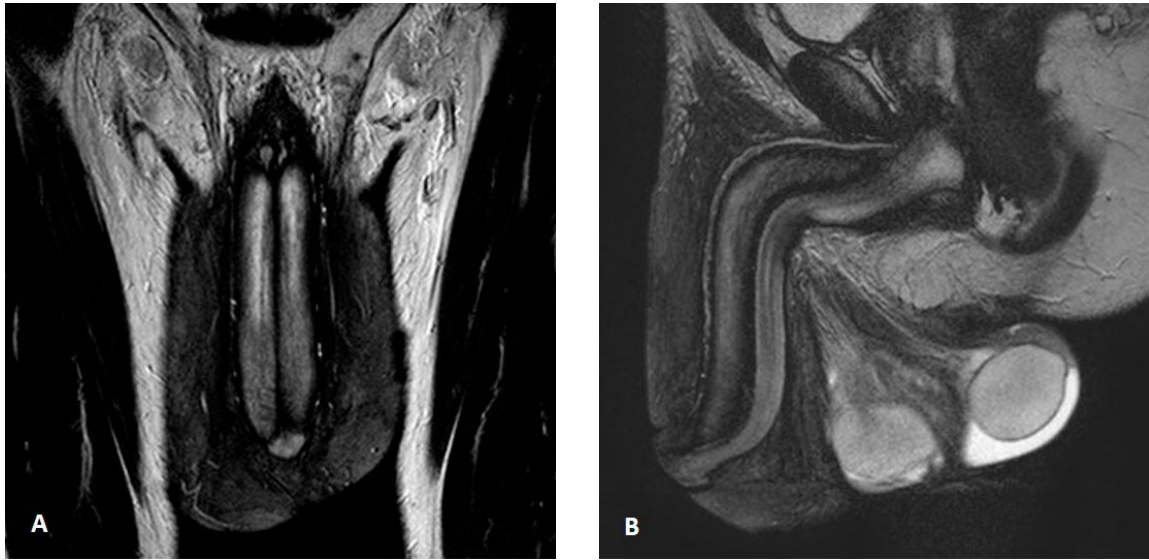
Imágenes de RMN. Cortes coronal (A) y sagital (B) en secuencias T2 a nivel peneano, objetivándose tejido celular subcutáneo muy engrosado sugestivo de lipogranuloma esclerosante de pene con integridad de cuerpos cavernosos.
